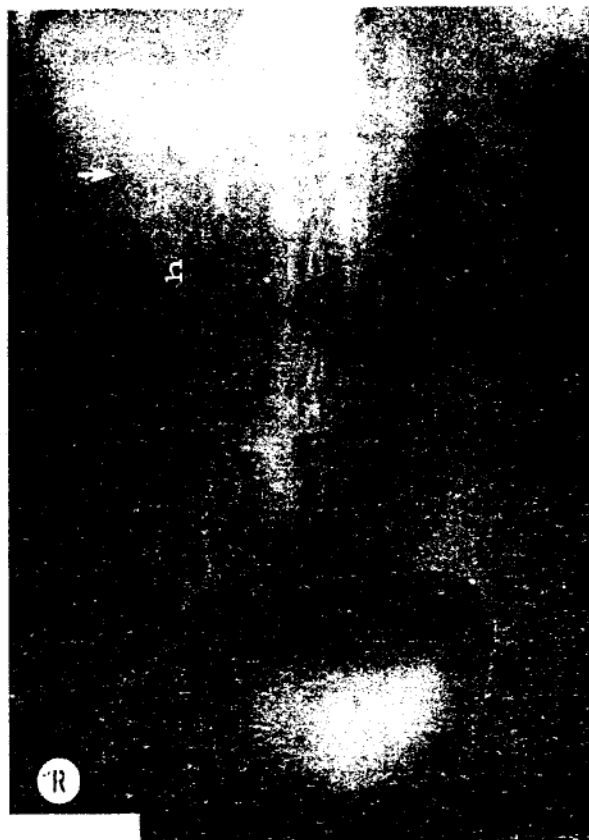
Tomografie plană în timpul urografiei pt. a evidenția depresiunea conturului renal (-> drept (sechelă inflamatorie). La nivelul SPC drept: dilatație caliceală inferioară (poststenotică) (↘)
